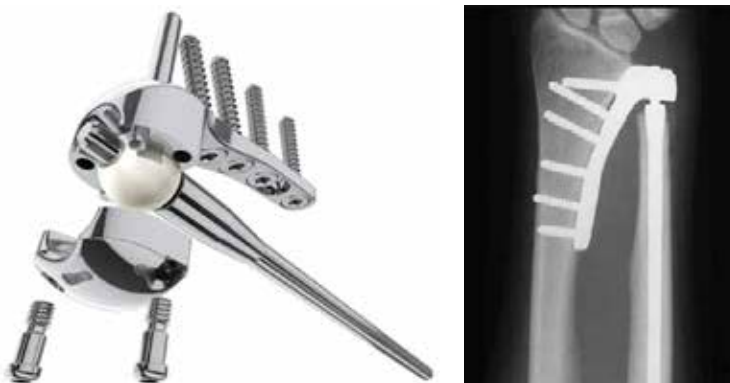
Fotografía y radiografía de muñeca, donde se observa la prótesis radiocubital distal semiconstreñida Aptis®, creada por el Dr. Luis Shecker.
